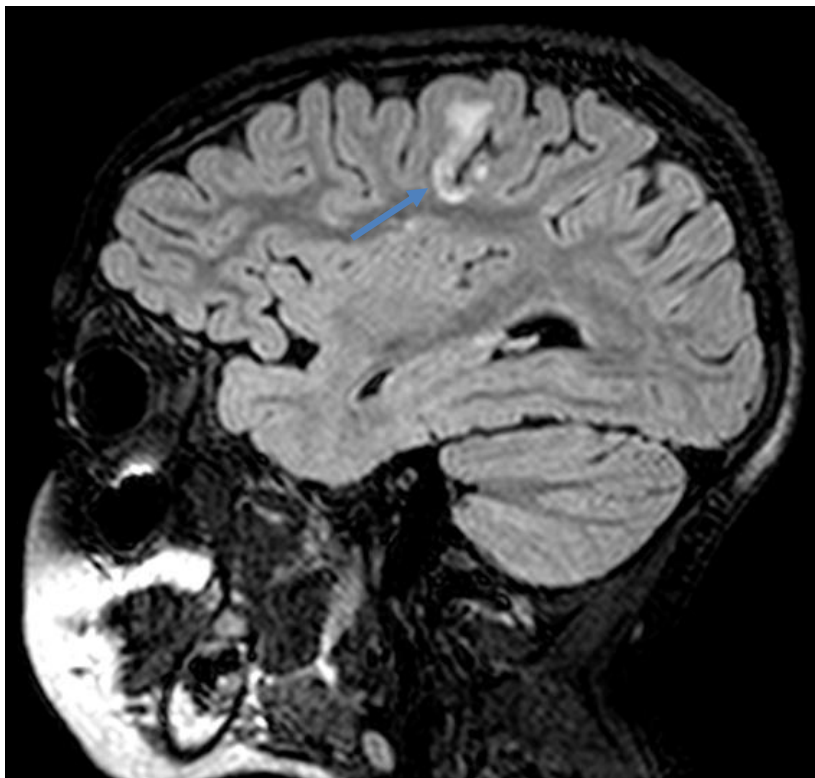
Imagem FLAIR, do primeiro pós-operatório. Corte sagital do hemisfério direito (ao nível da cápsula externa) evidenciando lesão não ressecada ao longo do sulco central próxima de região motora e sensitiva da mão.
